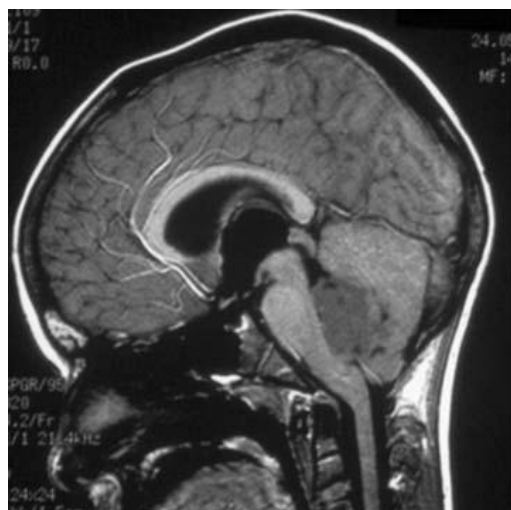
IRM : Coupes sagittales en T1 avant et après injection de gadolinium : localisation médiane
